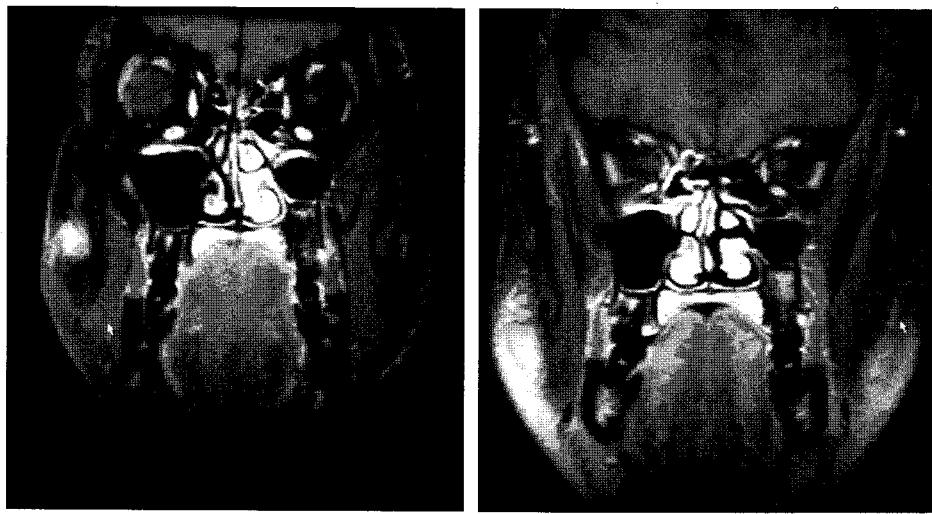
Pre & postoperative MRI. (Left) Irregular marginated enhancing lesion observed in subcutaneous fat in front of Right masseter muscle. Note that Stensen's duct is dilatated. (Right) Low signal intensity lesion is remained subtly in the subcutaneous fat.
